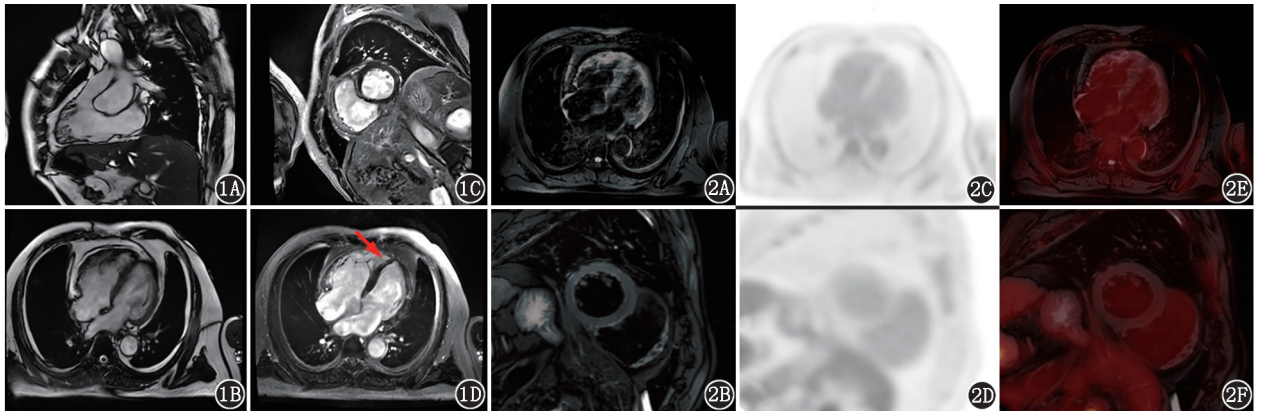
致心律失常右室心肌病患者(男,53岁)MR 成像图。1A,1B.电影序列[右心室流出道电影(1A)、四腔电影(1B)],可见右心室扩大伴右心室运动功能减低,右心室收缩时呈现游离壁局部收缩,呈“手风琴”征,同时伴有右心室中段下壁矛盾运动,右心室舒张末期内径50mm,右心室射血分数13.75%,右心室舒张末期容积157.18ml;1C,1D.延迟图像,可见左心室心尖部间隔处局灶强化信号(箭头示) 图2 该患者<sup>18</sup>F-脱氧葡萄糖(FDG)PET/MR 显像图。2A,2B. T<sub>2</sub> 加权序列抑脂相[长轴四腔心(2A)、短轴两腔心(2B)],可见右心室壁明显变薄(右心室壁部分脂肪信号被抑制所致),部分信号中断,呈“岛”状,右心室前壁原脂肪信号区为无信号区,右心室腔内见高信号慢血流;2C,2D. PET 图像提示未见异常放射性浓聚;2E,2F.融合图像示心肌内无异常<sup>18</sup>F-FDG 摄取
